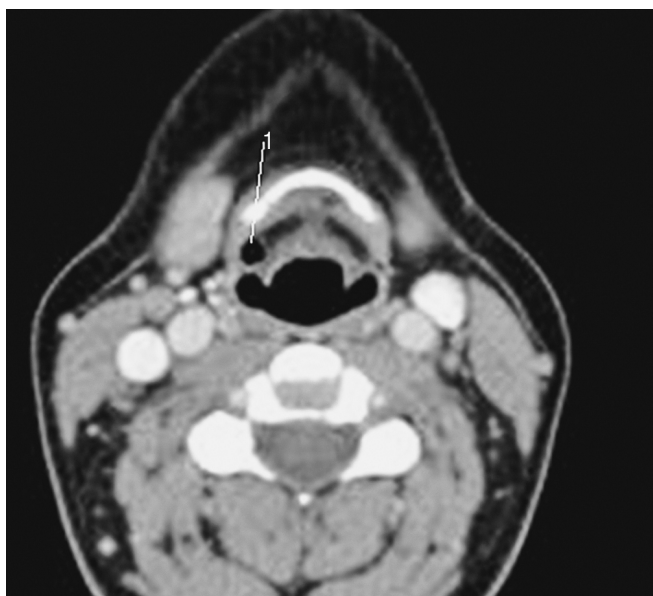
МРТ шеи: 1 — кистозное образование в области гортани
